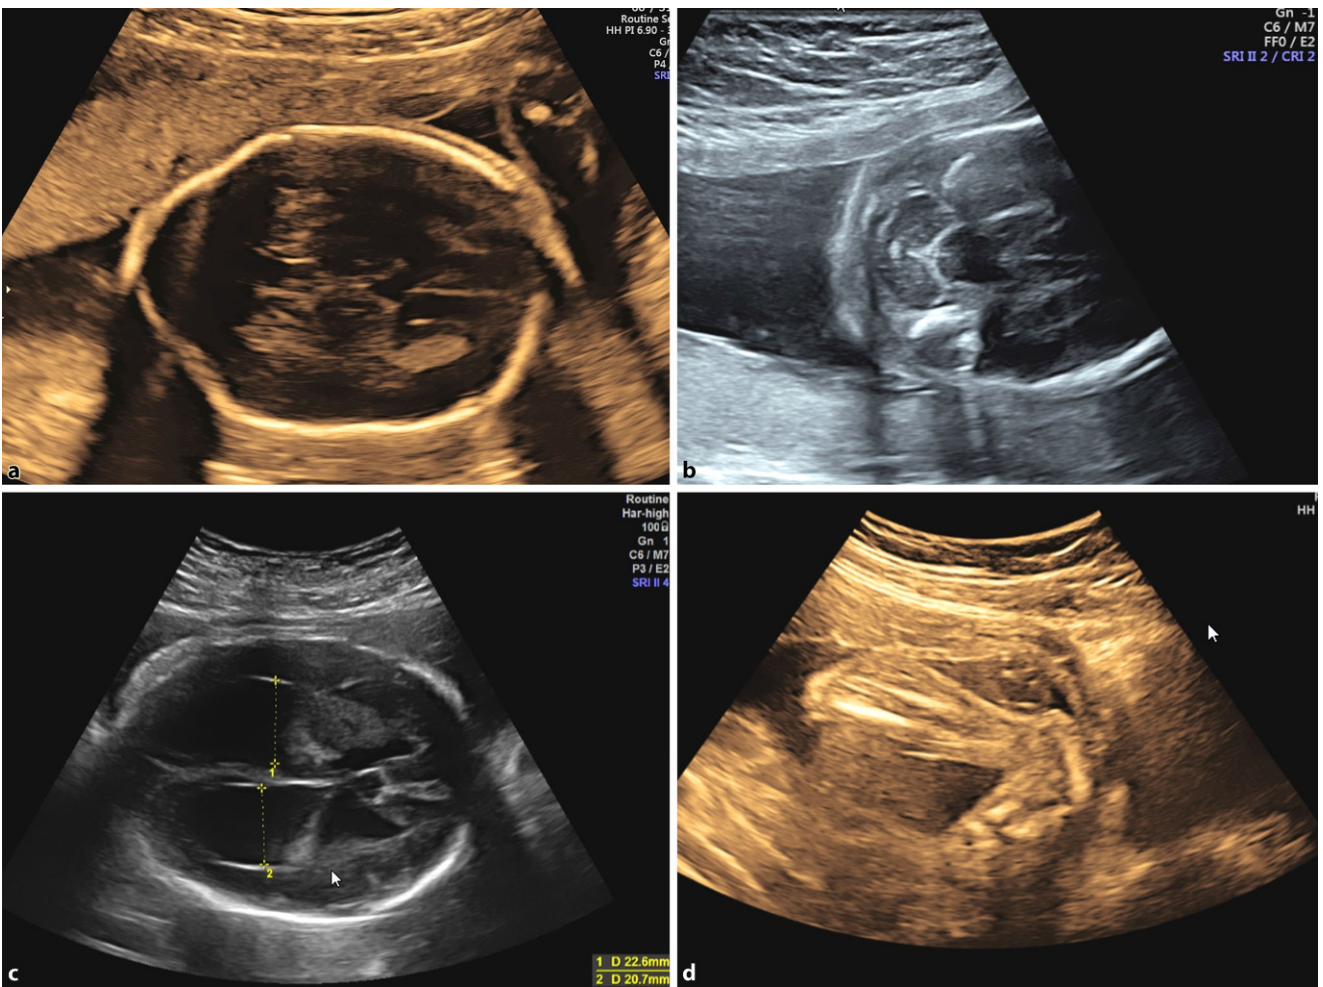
▲ Typische sonographische Hinweiszeichen auf eine fetale Spina bifida. a Lemon-Sign, b Banana-Sign, c Ventrikulomegalie, d Klumpfuß
